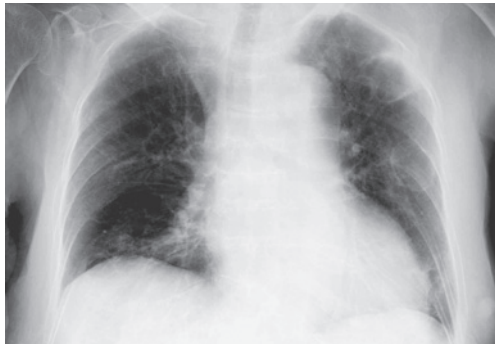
A chest X-ray film on admission shows cystic lesions with thin walls in the left upper and middle lung fields.
